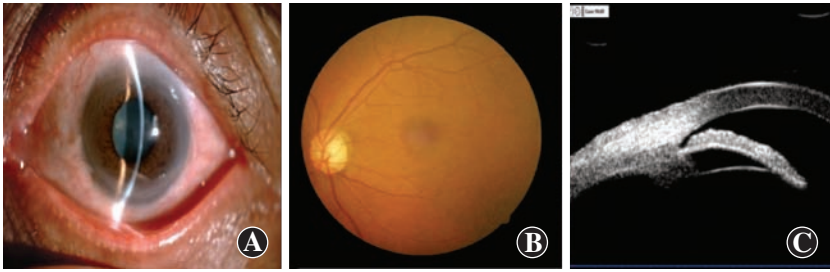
POAG合并白内障组患者基本情况 A:眼前节像 前房深,房角开放 B:眼底像 视神经杯盘比约为0.8 C:超声生物显微镜像 房角开放
